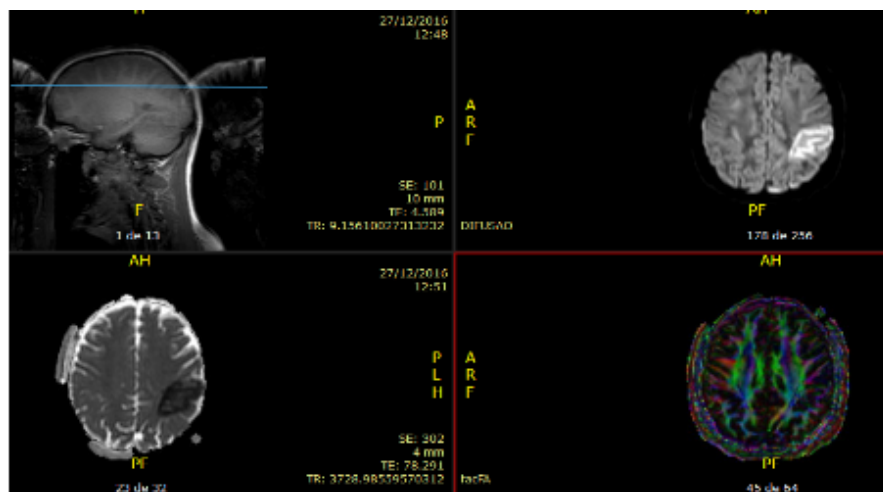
Imagem (Ressonância Magnética) da minha lesão antes de ser administrado o trombolítico (compare com a figura 8.3, na página 119). A lesão não era pequena. Abarcava o lobo parietal esquerdo, predominantemente giro pós-central, lóbulo parietal inferior (giro supramarginal e angular) e o opérculo parietal. Seria muito difícil prever o que aconteceria sem tratamento. E, certamente, não era muito bonito de se ver...
